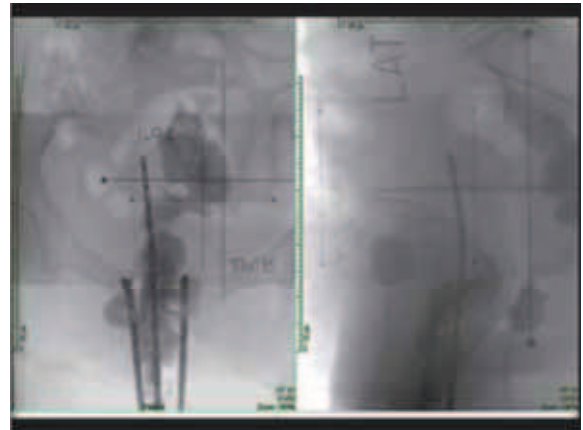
アプリケータを挿入した状態で撮影した正面と側面の単純写真
